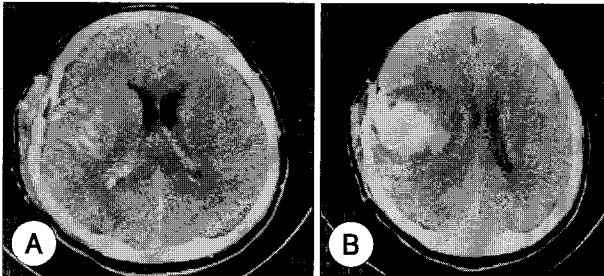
3days (A) and 5days (B) CT scan after STA-MCA anastomosis in moyamoya patient shows hyperemia (A) and ICH (B) on the right temporoparietal area.
